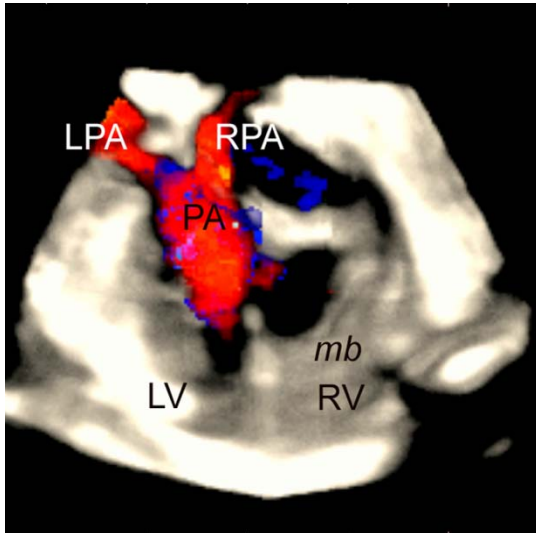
Truncus pulmonalis in der 3D-Echtzeitechokardiographie
